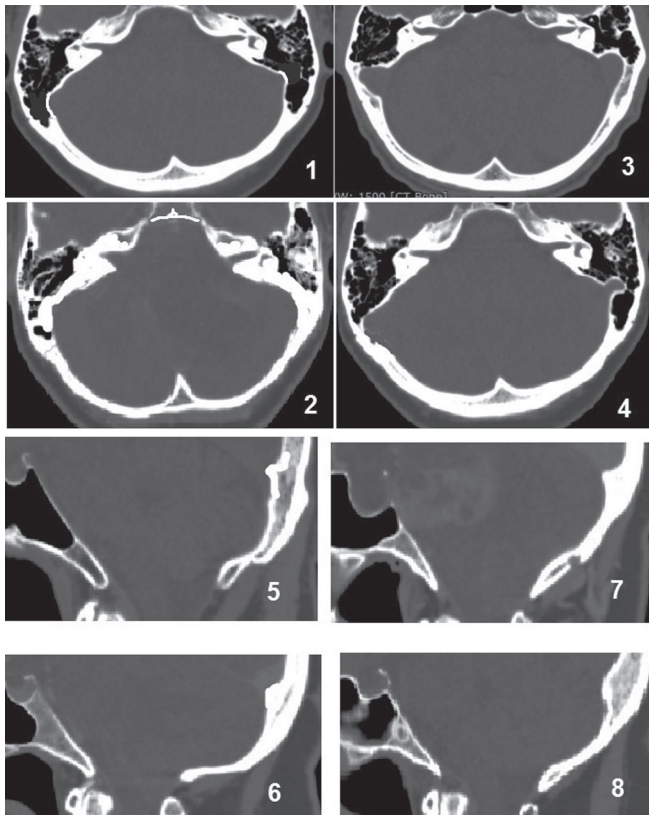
КТ в аксиальной и сагиттальной проекции (костное окно). Формы задней черепной ямки: 1 — короткая узкая, 2 — длинная узкая, 3 — короткая широкая, 4 — длинная широкая, 5 — длинная глубокая, 6 — длинная мелкая, 7 — короткая глубокая, 8 — короткая мелкая.
